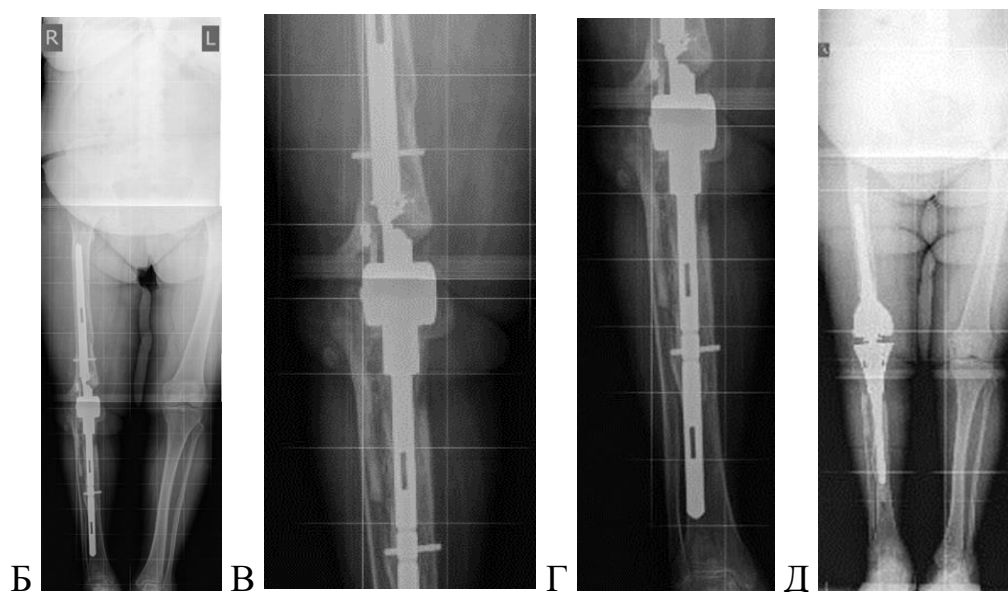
А- Виды поломок компонентов онкологического эндопротеза коленного сустава К.М. Сиваша и клинический пример перелома компонентов онкологического эндопротеза коленного сустава К.М. Сиваша: Б – телерентгенограмма с установленным онкологическим эндопротезом; В – перелом бедренной ножки эндопротеза; Г – нестабильность большеберцовой ножки эндопротеза; Д – послеоперационная телерентгенограмма – выполнено ревизионное эндопротезирование
